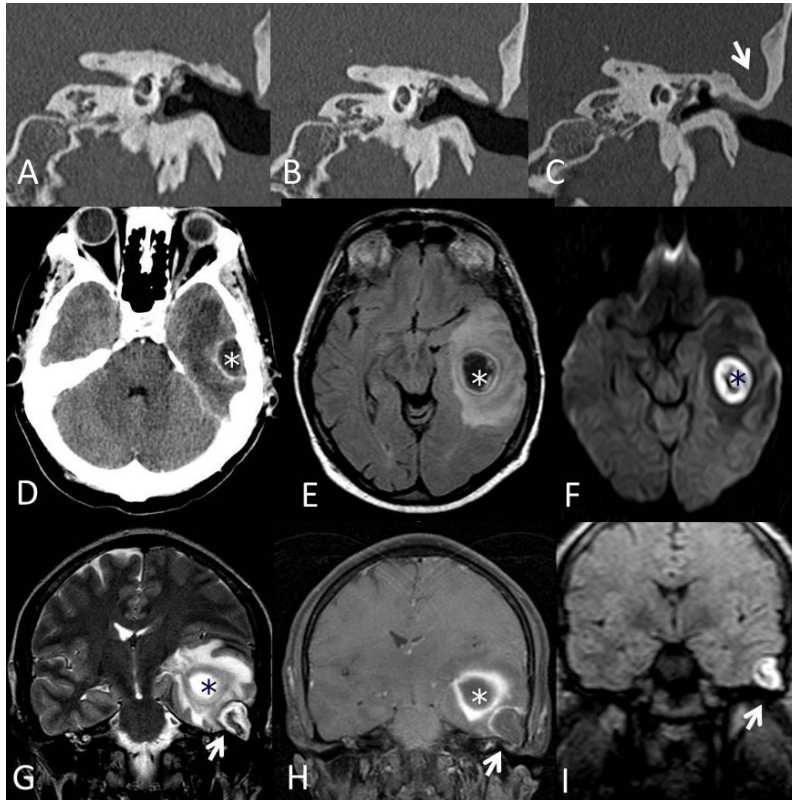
Empiema epidural (flecha) y absceso cerebral temporal izquierdo (*) de causa otógena. A, B y C: Reconstrucciones coronales de TC de alta resolución. D: TC axial de cráneo con CIV. E: RM axial FLAIR. F: RM axial DW EPI. G: MR coronal T2. H: RM coronal T1 con CIV. I: RM coronal DW no EPI.
